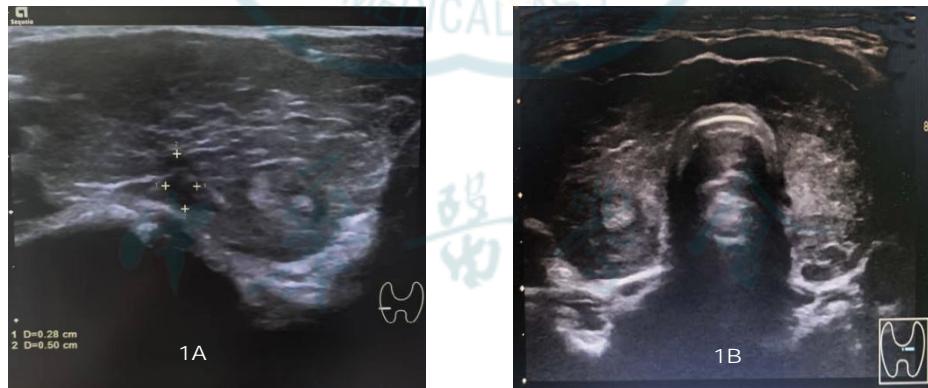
甲状腺超声检查 A: 右侧叶中部可见一个低回声结节, 大约 $2.6 \text{ mm} \times 2.8 \text{ mm} \times 5.0 \text{ mm}$, 纵横比>1; B: 腺体内实质回声弥漫性减低、增粗, 分布不均
